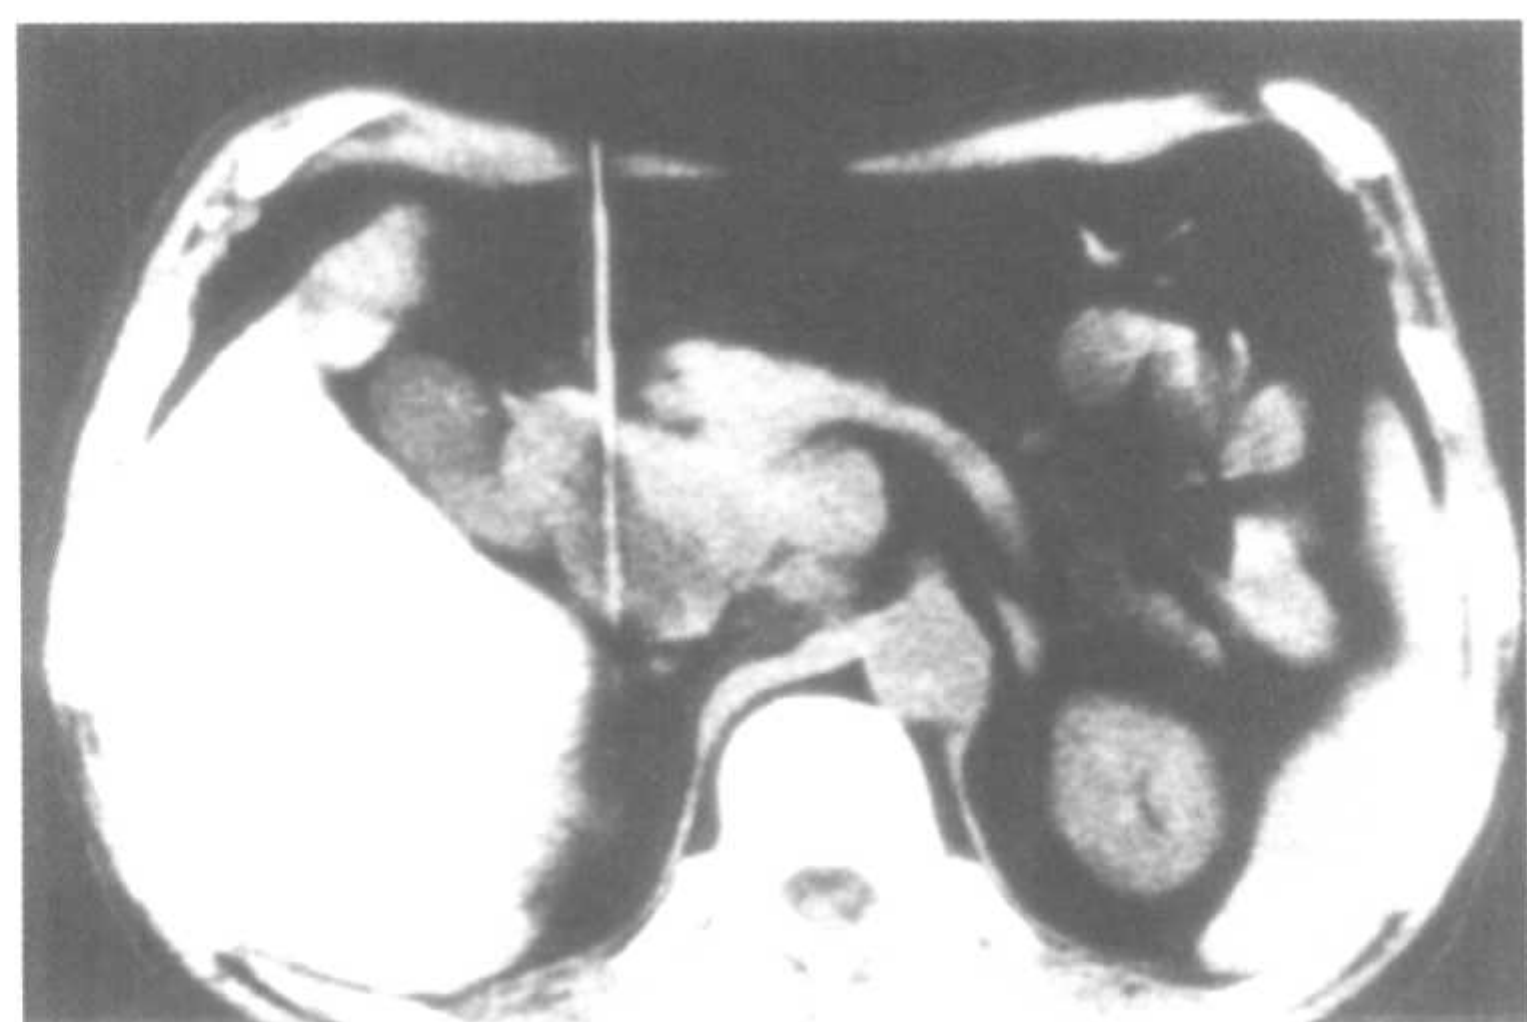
胰头癌(carcinoma of pancreas head)病人仰卧位,CT引导下胰腺活检,穿刺活检进针选择中线偏右,穿刺行径为直线方向
